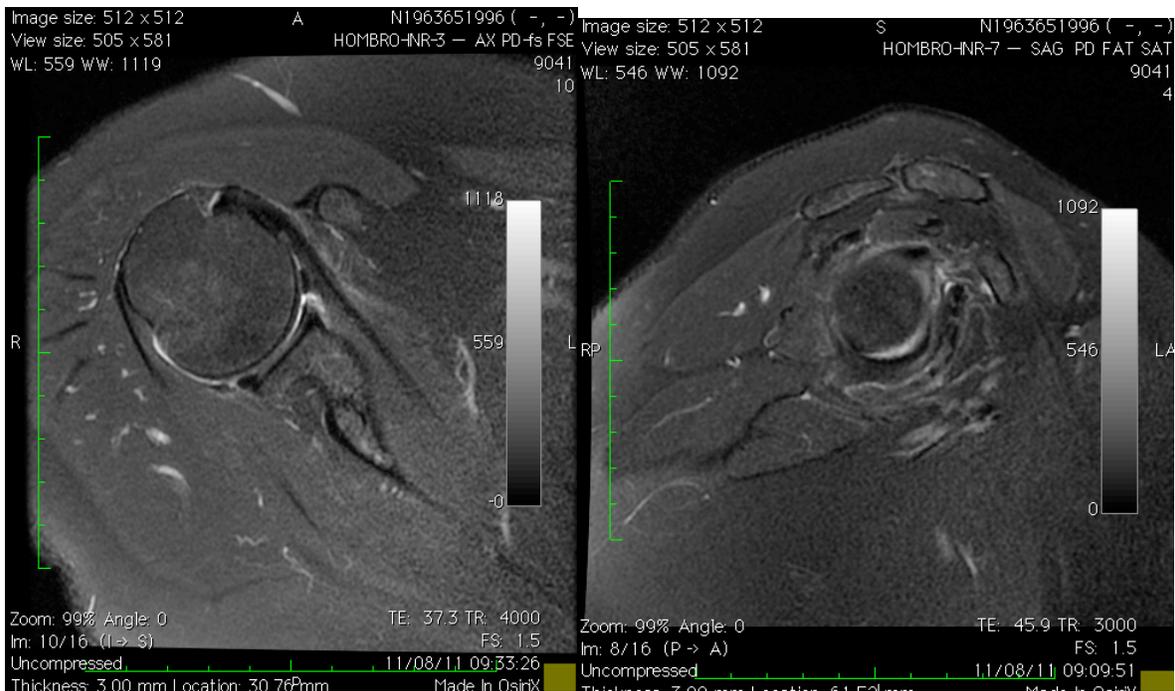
RMN en T2 postquirúrgicas en corte Axial y Sagital en donde se observa, la disminución del tejido inflamatorio en musculo subescapular y ligamento coracohumeral y disminución del grosor de la capsula en el receso inferior.
